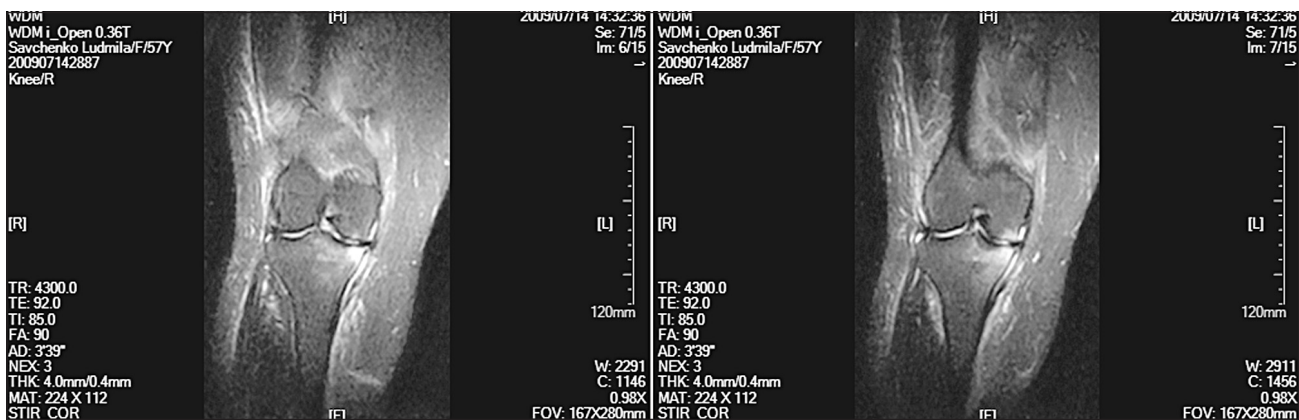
Субхондральный отек костной ткани на МРТ. Этот случай отнесен к 2 ст. по шкале от 0 до 3
